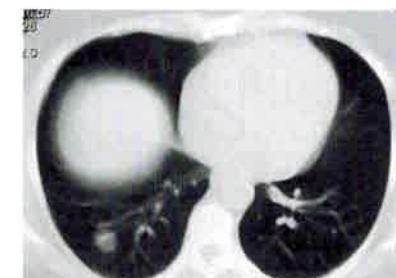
Компьютерная томография органов грудной клетки: образование в нижней доле правого легкого, малодоступное для торакоскопической резекции
